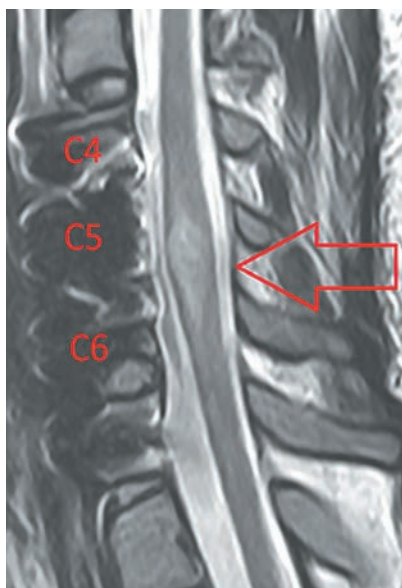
Контрольное МРТ-исследование шейного отдела позвоночника пациентки через 5 дней. Отмечается удовлетворительная металлофиксация сегмента C4-C5-C6, позвоночный канал свободный, ушиб спинного мозга на уровне C5-C6.
